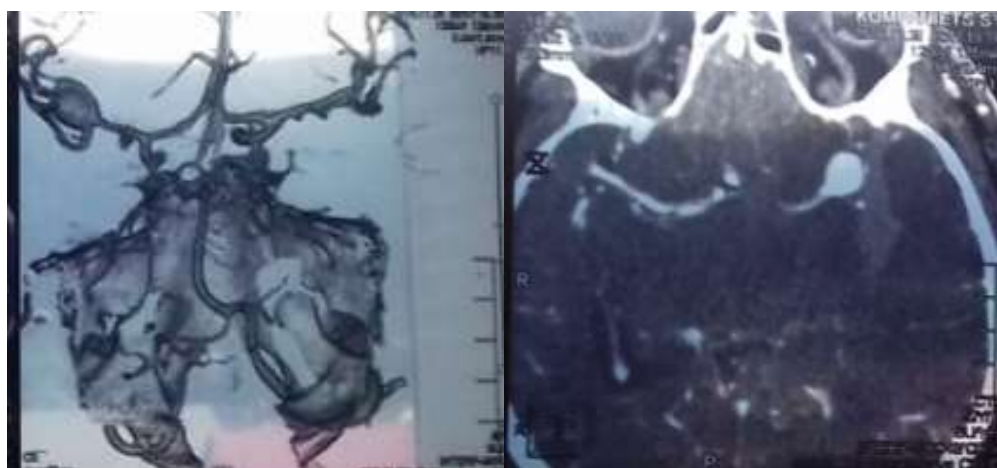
КТ-ангиография головного мозга
